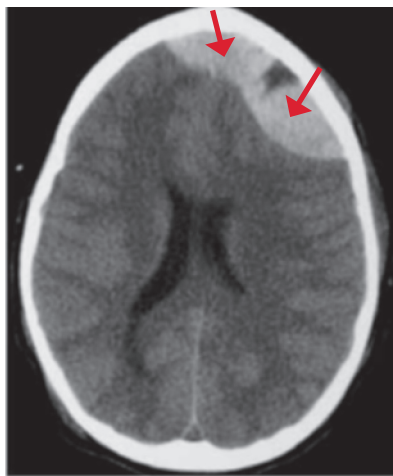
TC cerebro sin contraste corte axial hematoma epidural.
